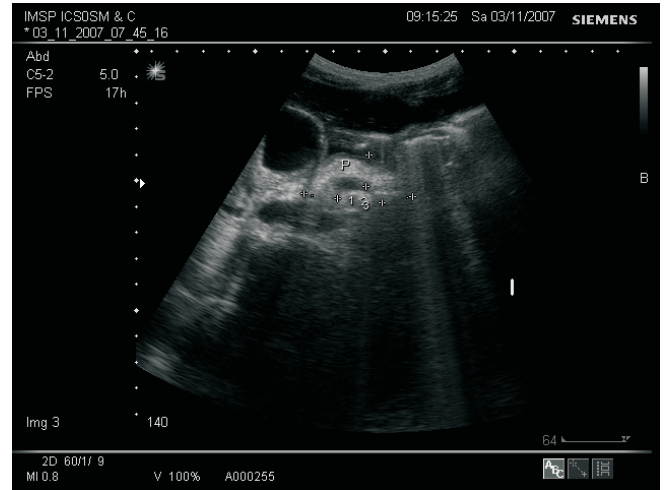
Examenul ultrasonografic al pancreasului unui copil cu fibroză chistică.
